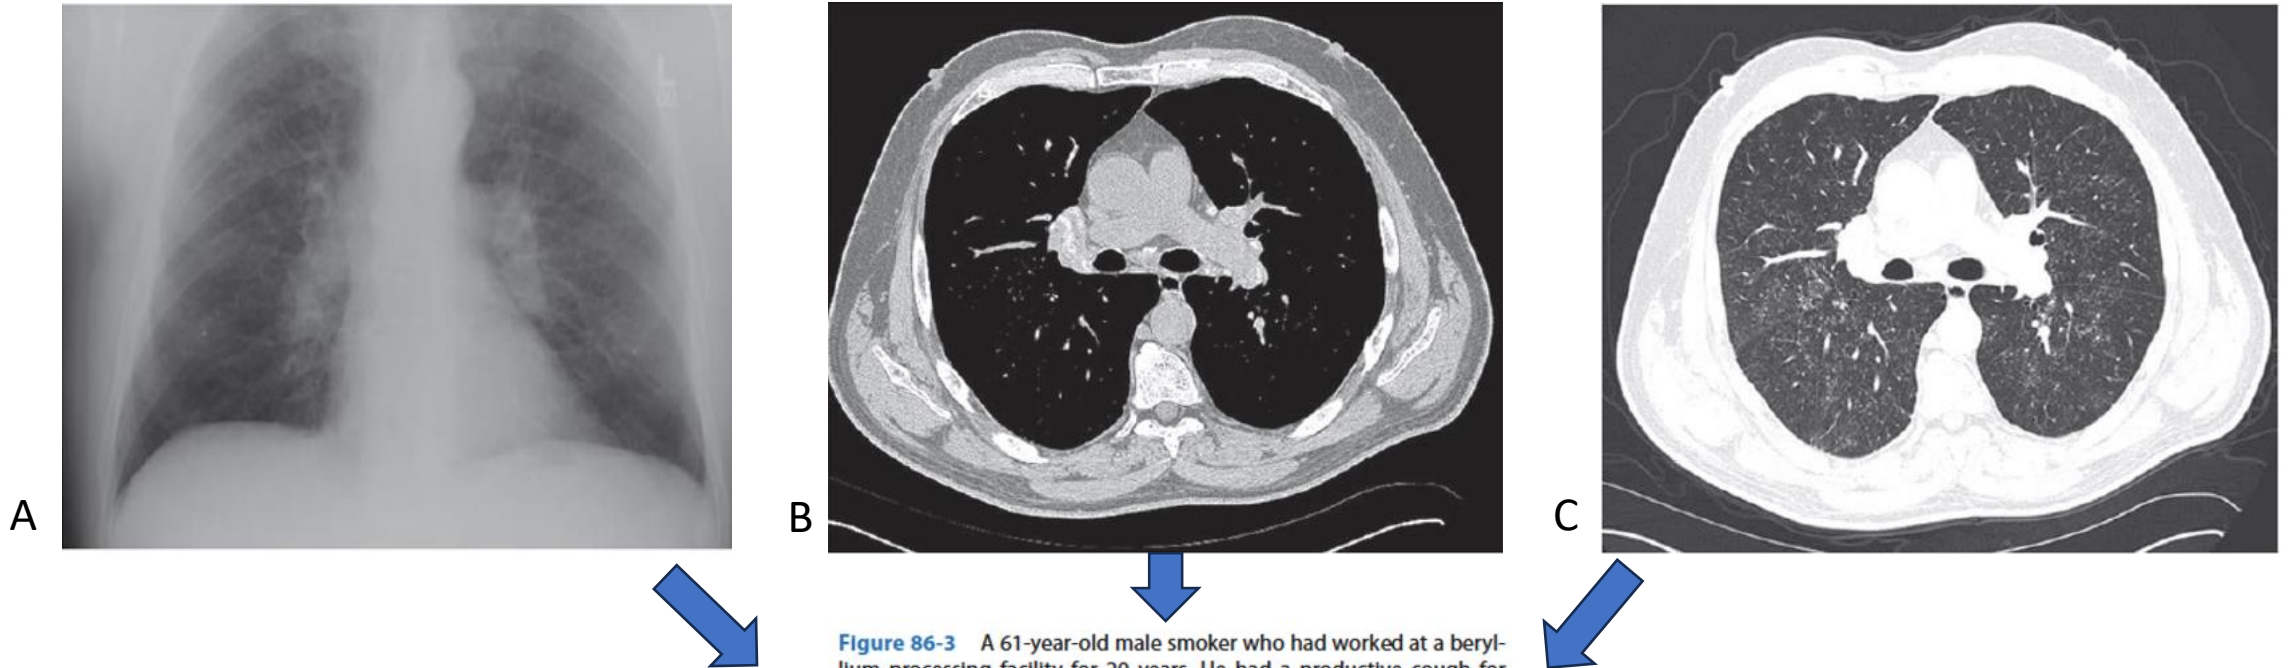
A 61-year-old male smoker who had worked at a beryllium processing facility for 20 years. He had a productive cough for 10 years but denied any shortness of breath. He had a positive response of both his blood and BAL cells to beryllium (stimulation index [SI] for blood beryllium lymphocyte proliferation test [BeLPT] = 13.8 [NI < 3.0], SI for BAL BeLPT = 306 [NI < 5.0]). His BAL also demonstrated a marked lymphocytosis (cell yield = 6×10^5 cells/mL [NI < 3.0×10^5 cells/mL], lymphocytes = 55.2% [NI < 20%]). A. Chest radiograph demonstrating nodular interstitial disease with adenopathy. B. Chest CT mediastinal window demonstrating calcified bilateral hilar and mediastinal lymph nodes. C. Chest CT lung window demonstrating a diffuse fine nodular pattern of interstitial lung disease that was most prominent in the mid and upper lung zones.
